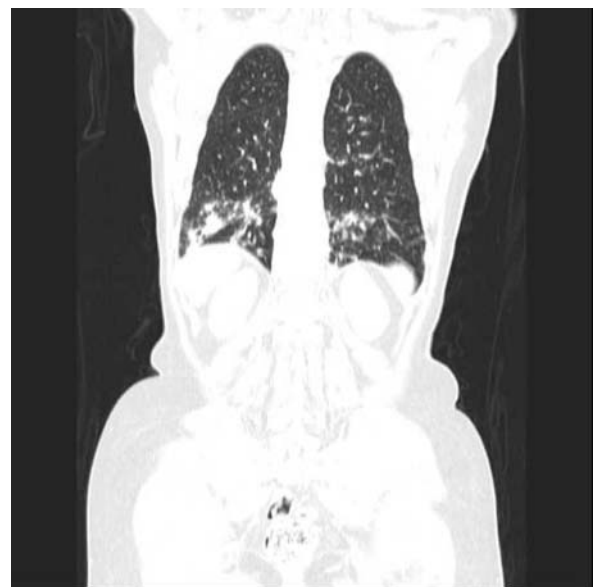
HRCT pluća bolesnice s non-Hodgkin limfomom, dijabetesom i plućnom tuberkulozom. Vide se nesegmentalne multikavitarnе lezije u donjem režnju.
